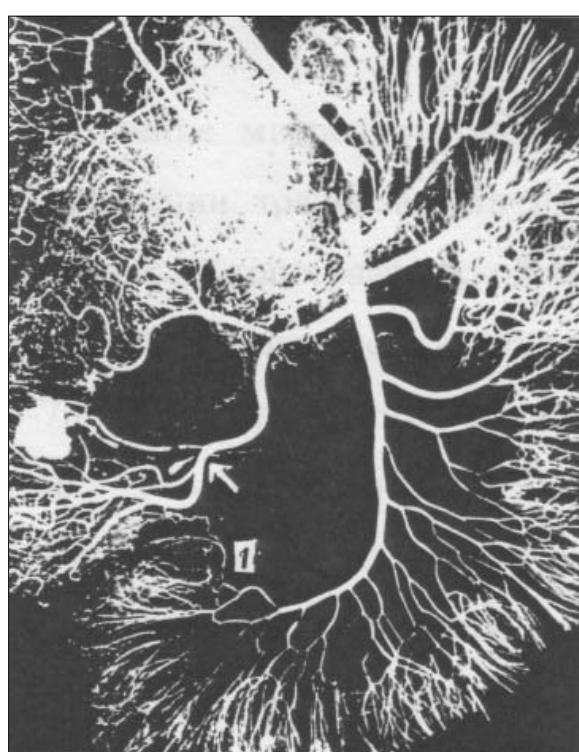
Нерозвинutий анастомоз (1) між верхньою брыжечною і південно-ободочнокишечною артеріями. Ін'єкція барієвою взвесью. Артеріорентгенограмма.
